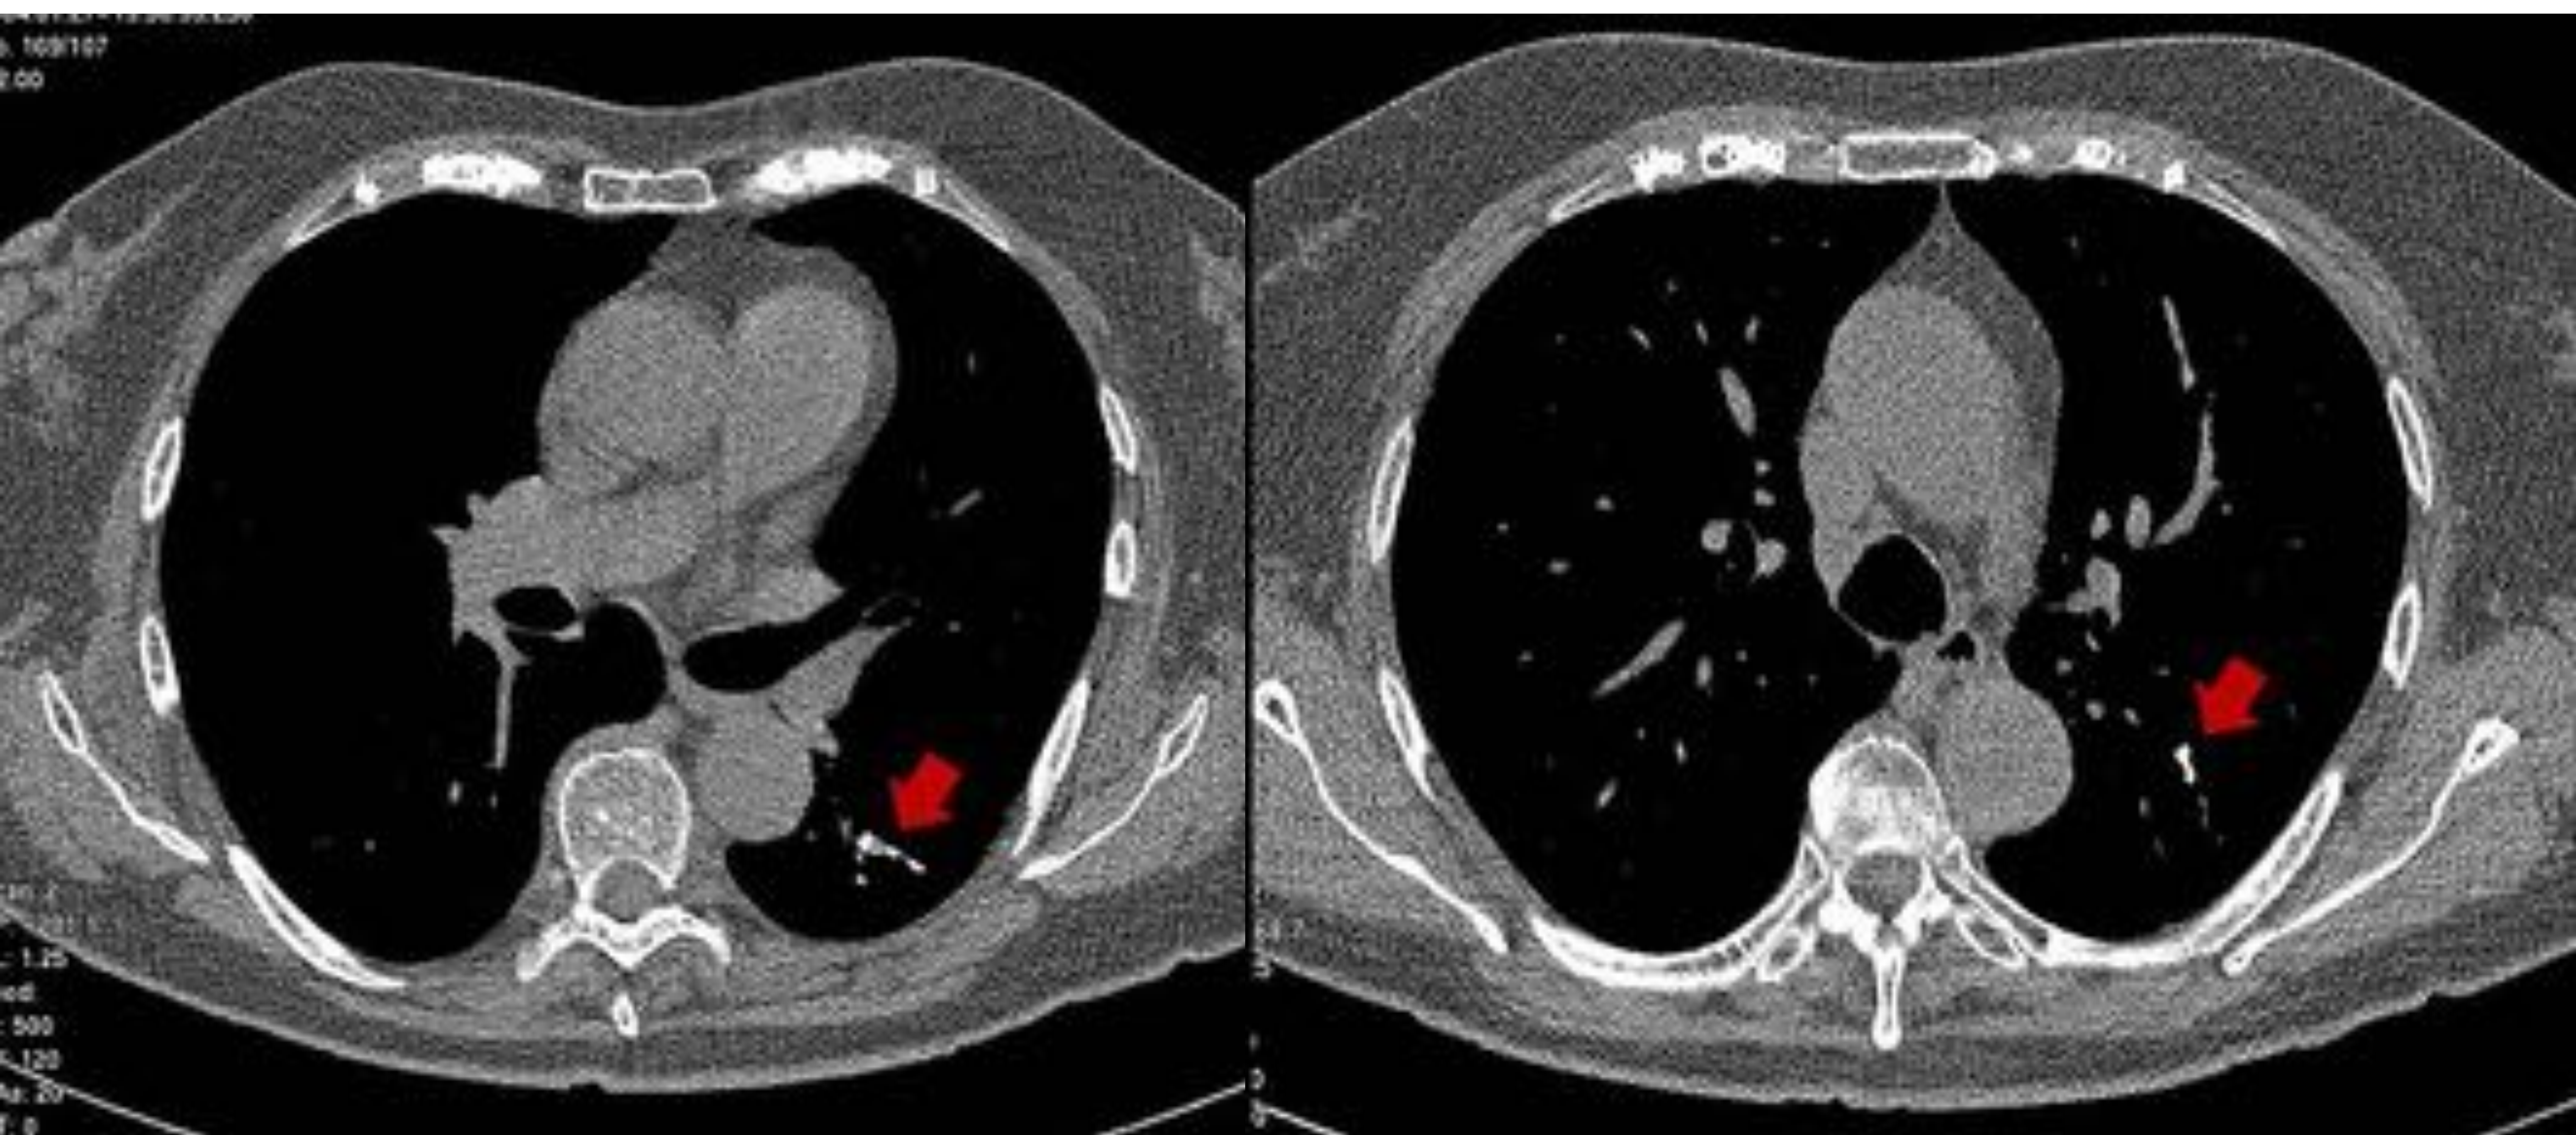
Las imágenes axiales de TC en la ventana de partes blandas muestran broncolitiasis (flechas) en una mujer de 65 años.
